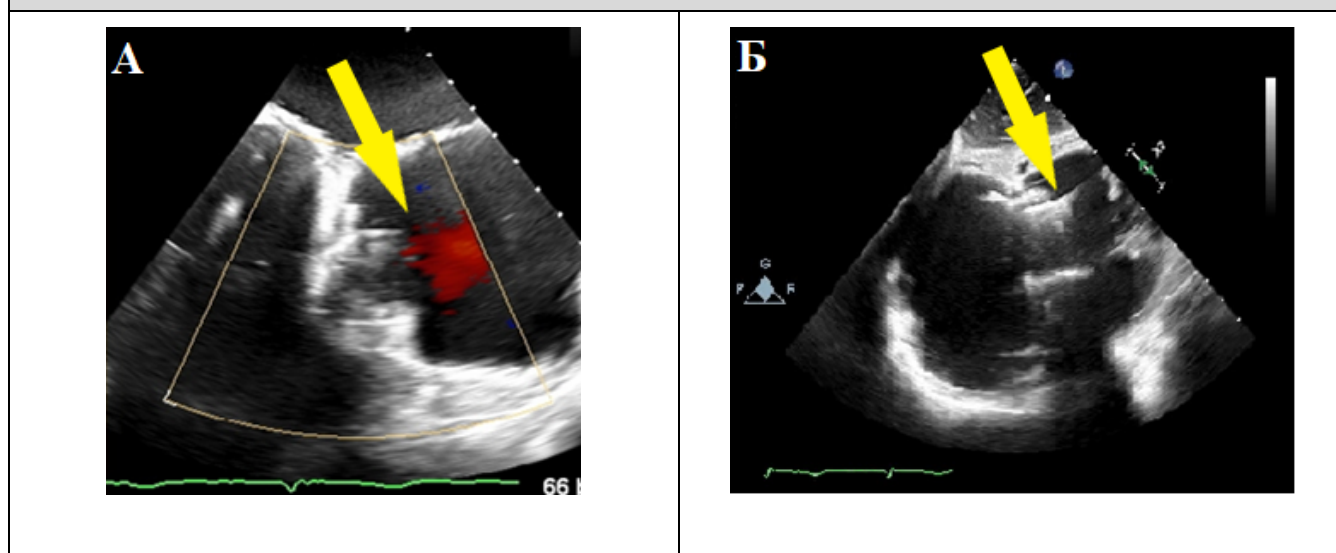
Послеоперационная чреспищеводная эхокардиография.
